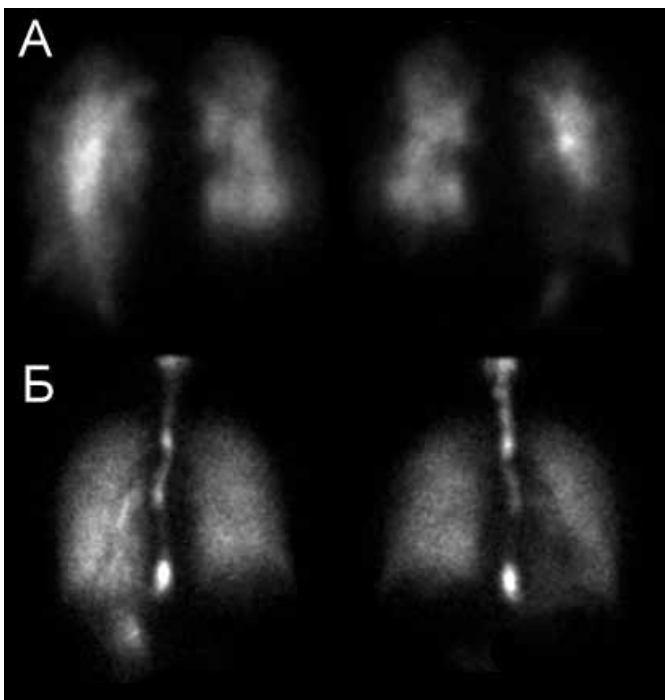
Сцинтиграфические признаки ХТЭЛА у пациента с ЛГ. Множественные дефекты перфузии (А) при отсутствии дефектов вентиляции (Б) легких
